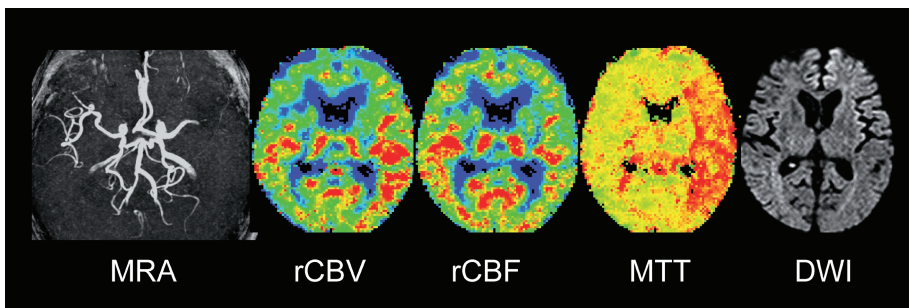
A 77-year-old female patient was found to have sudden onset of hemiplegia during hospitalization. Her NIH stroke scale (NIHSS) was 14. MR study was carried out 2 hours after the onset of symptoms. On MR angiography, left MCA is truncated at the horizontal portion. MTT and TTP were abnormally prolonged, while DWI was normal, indicating a wide area of diffusion-perfusion mismatch. This patient had undergone successful thrombolytic therapy and survived the hospitalization.
